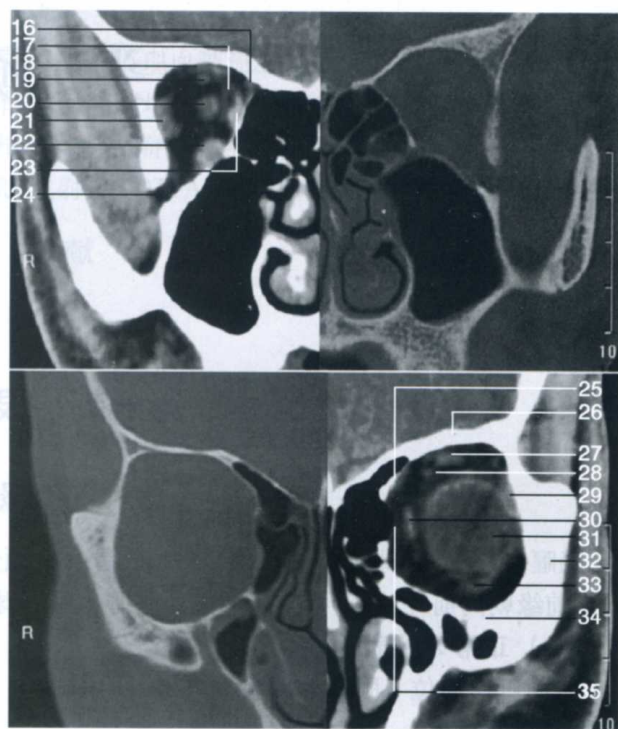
正常眼部 CT 解剖(冠状面)
